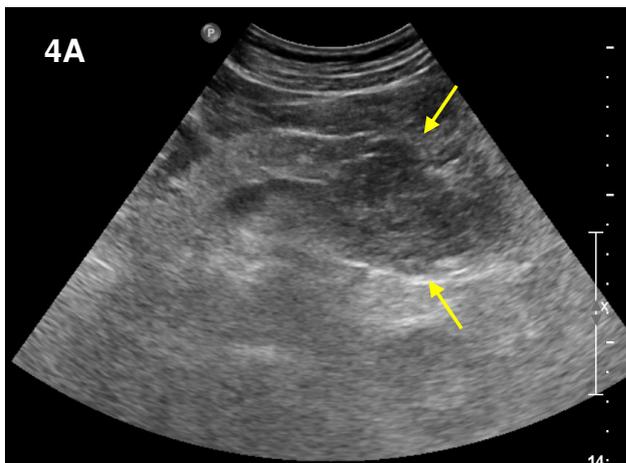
胰臟尾部假性腫瘤。4A：左上腹部橫切面發現 5cm 低回音性腫瘤（箭號）於胰尾部。4B：CT 對照圖顯示胰臟完全正常，低回音腫瘤乃周圍空腸縮在一起所造成（往腳方 3cm 處）。
